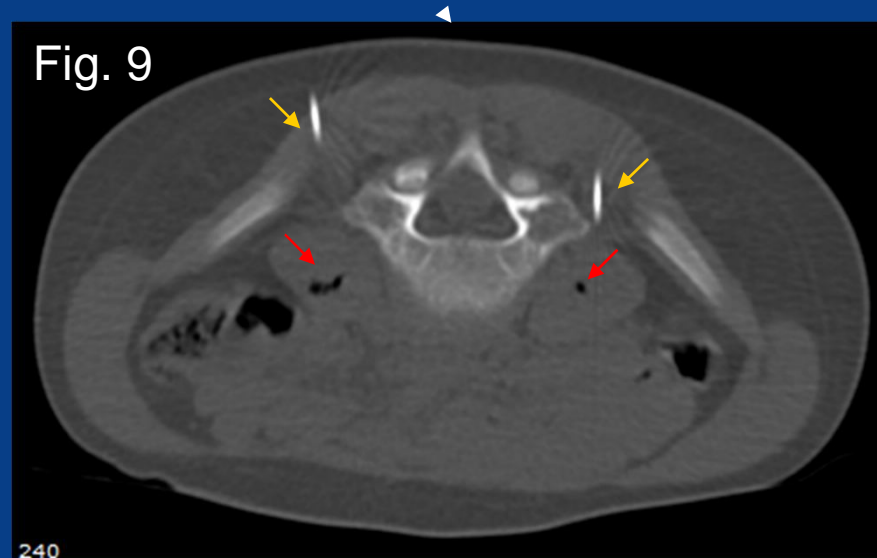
TC, corte axial c/ ventana ósea. Se observa burbujas de aire en el interior de los músculos psoas (intencional), que marcan la inyección en el primer sitio (fechas rojas). Se observa además cuerpo de las agujas redireccionadas hacia otra posición del músculo para realizar una segunda inyección (fechas amarillas) .
